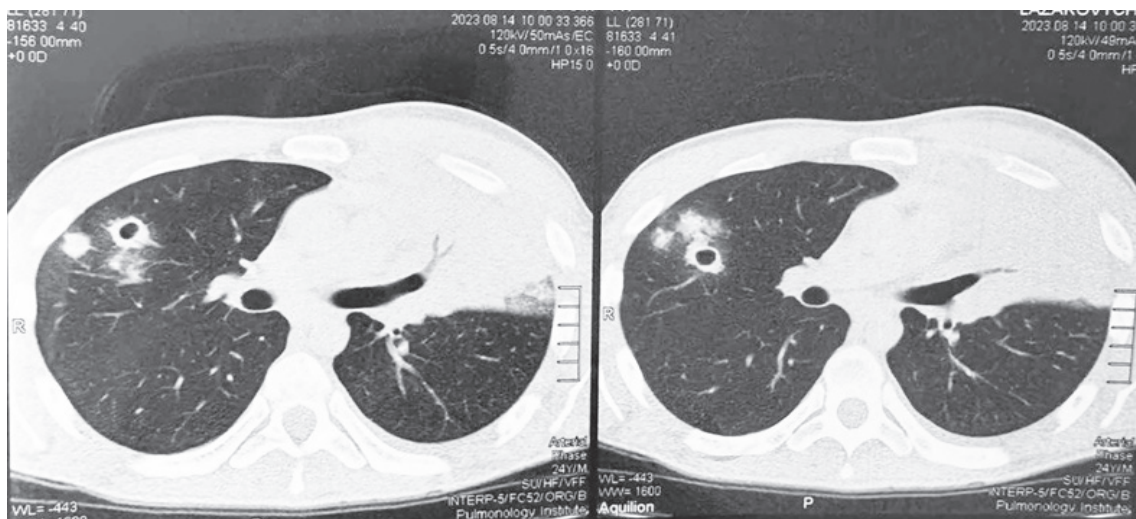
КТ ОГП хворого О. Прогресування процесу (кавітації у правій легені)
